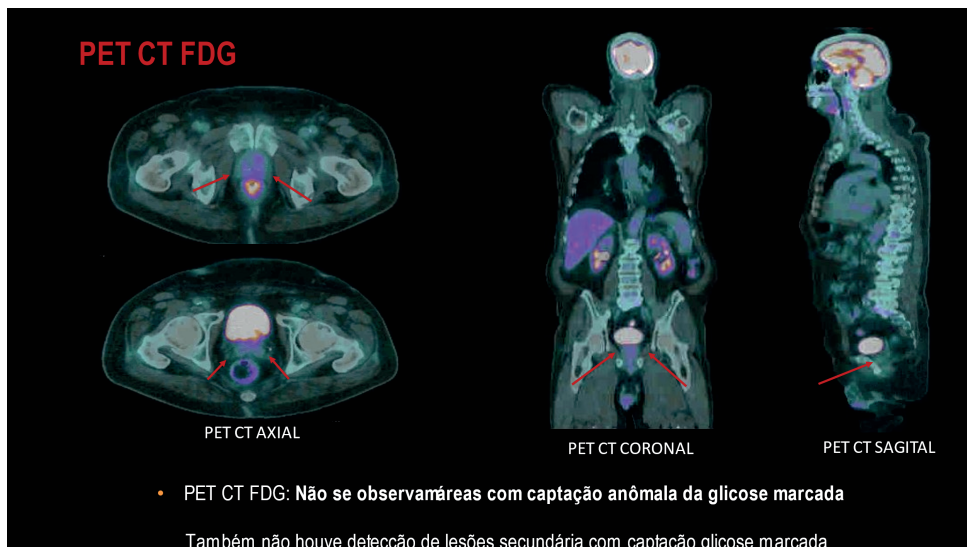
Resultados de PET-CT FDG
